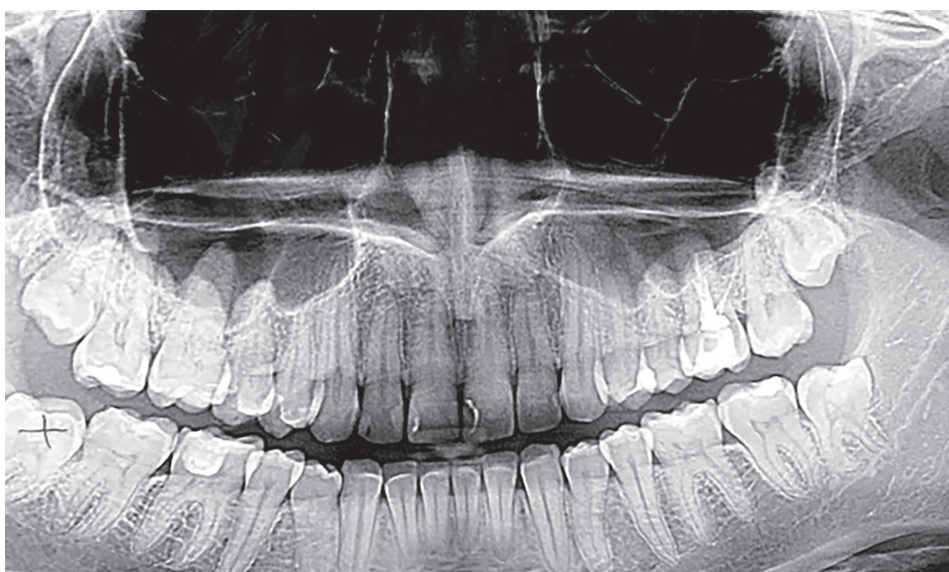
Orthopantomogram, orthodontic patient, Z, 23 years old.
